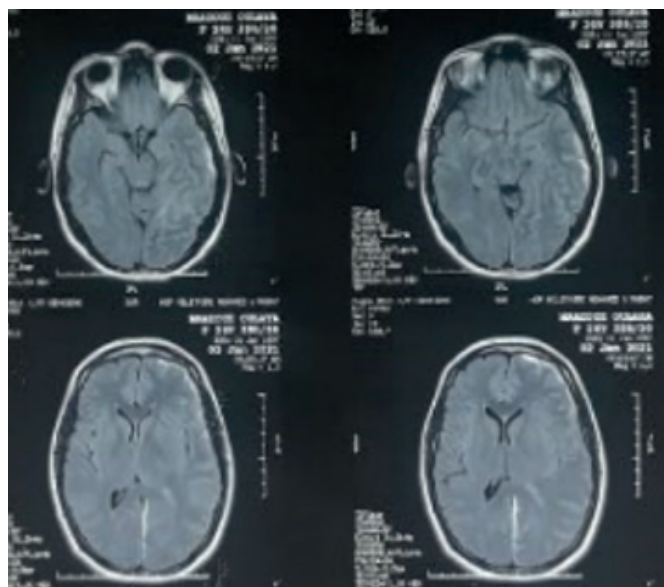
IRM cérébral objectivant un empyème fronto-temporo pariétal avec effet de masse et déviation de la ligne médiane
